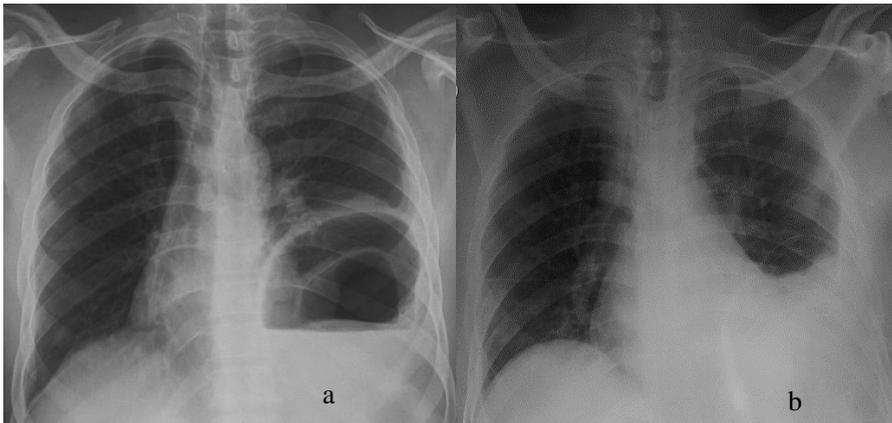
radiographie thoracique. a. image hydroaérique intra thoracique gauche avec ascension de la coupole diaphragmatique. b. En postopératoire disparition de l'image hydroaérique sans ré ampliation de l'hémi poumon gauche.
